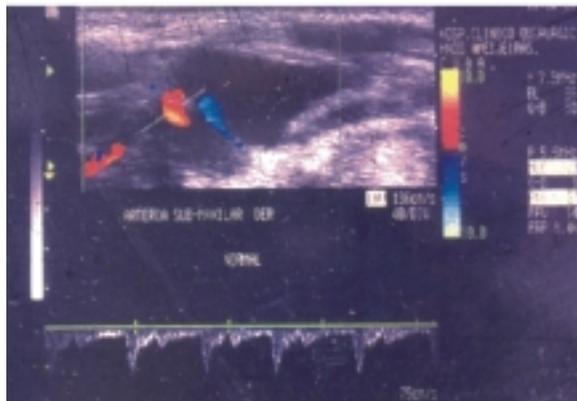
El USD “Doppler” tiene gran efectividad para determinar ciertas características como el flujo sanguíneo en algunas lesiones del complejo bucal. La imagen muestra la ausencia de flujo arteriovenoso de una lesión de la parte alta del cuello.
